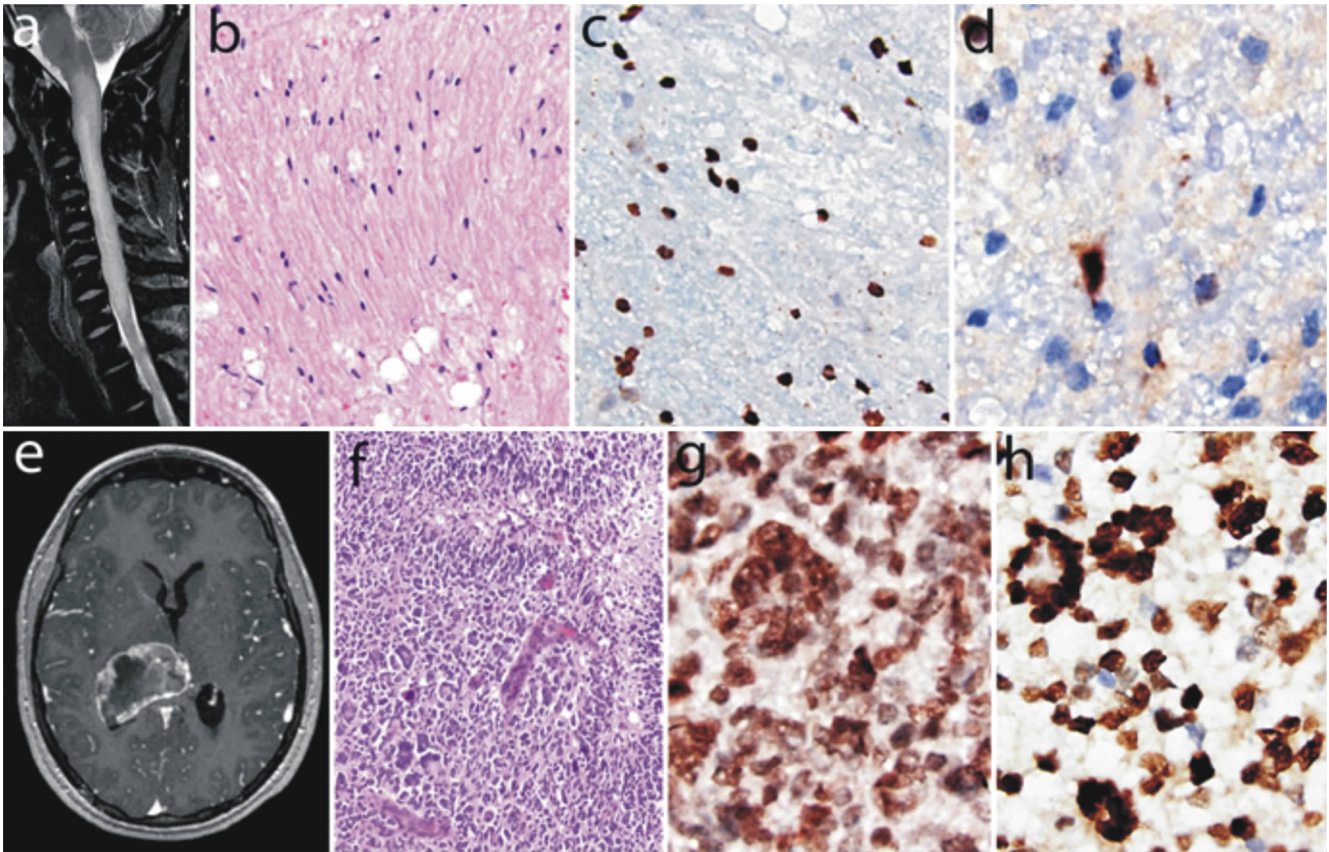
H3 K27M 突变型弥漫性中线胶质瘤。这类肿瘤常常累及小儿和年轻成人的脑干(尤其是脑桥)、脊髓(图 a~d)以及丘脑(e~f)。如图中的两个病例所示,这类肿瘤在形态学方面差异很大。a) MRI T₂WI 示脊髓病变表现为无强化的髓内肿块,伴有膨胀以及异常 T₂ 信号; b) 组织学水平表现为轻度的细胞增多和细胞的异型性增加; c) 肿瘤细胞强烈表达 H3 K27M 突变蛋白; d) ATRX 表达缺失; e) MRI T₁WI 增强扫描示丘脑病变表现为一个环状强化的肿块; f) 组织学提示其具有典型的胶质母细胞瘤特征并伴有显著的多核巨细胞; g) H3 K27M 突变蛋白表达阳性; h) p53 染色均为阳性。
